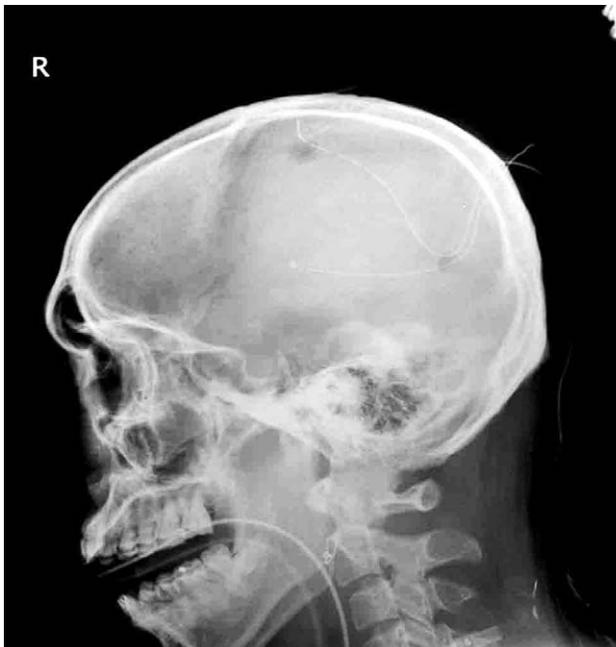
Post operative skull X-ray. We performed two burr hole operation at left frontal and parietal skull area. After two burr hole trephination, irrigation was done for removal hematoma clot. And then we inserted drainage catheter and closed drainage catheter in subdural space
